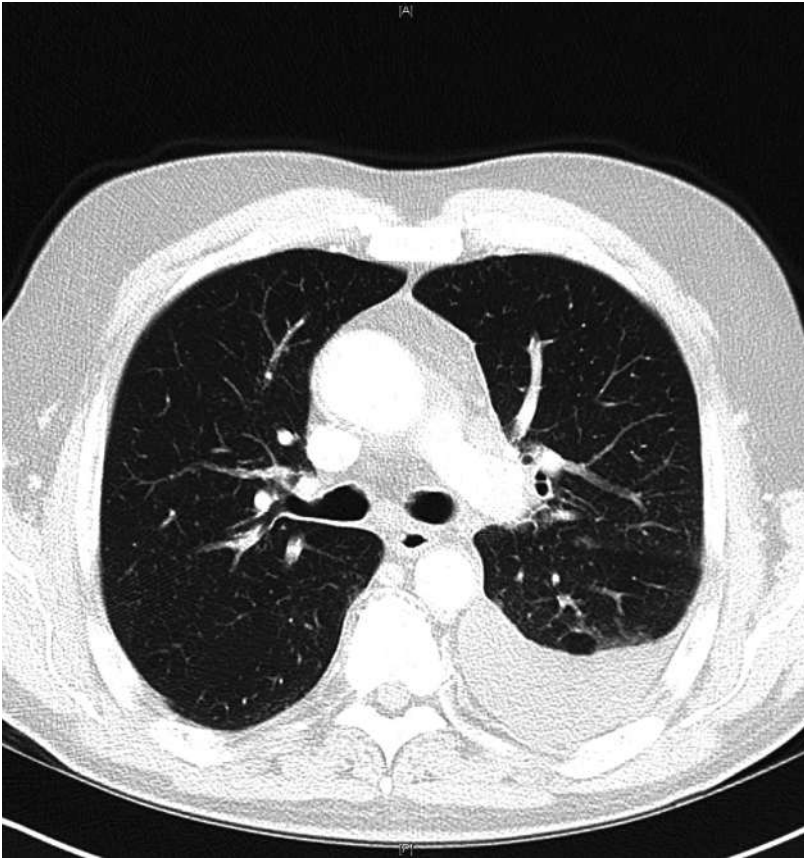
CT-Thorax vor Therapie.
